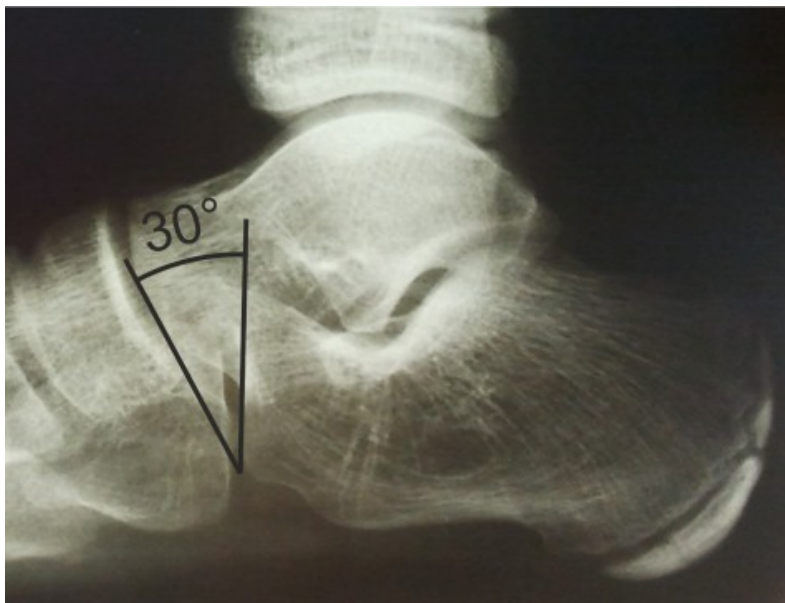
Пациент М., 13 лет, диагноз: фиброзная форма пяточно-ладьевидной коалиции обеих стоп. Рентгенограмма левой стопы с измерением угла переднего отростка пяточной кости
